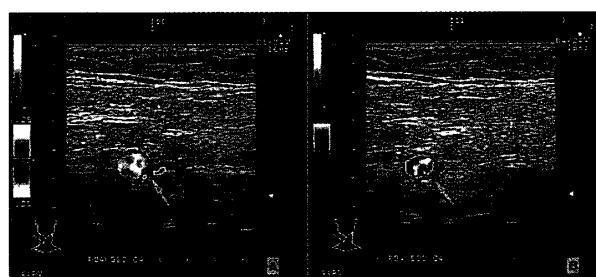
外頸動脈直接枝の分枝部における速度表示法(VM)とパワードプラ表示法(PM)による超音波断層像
